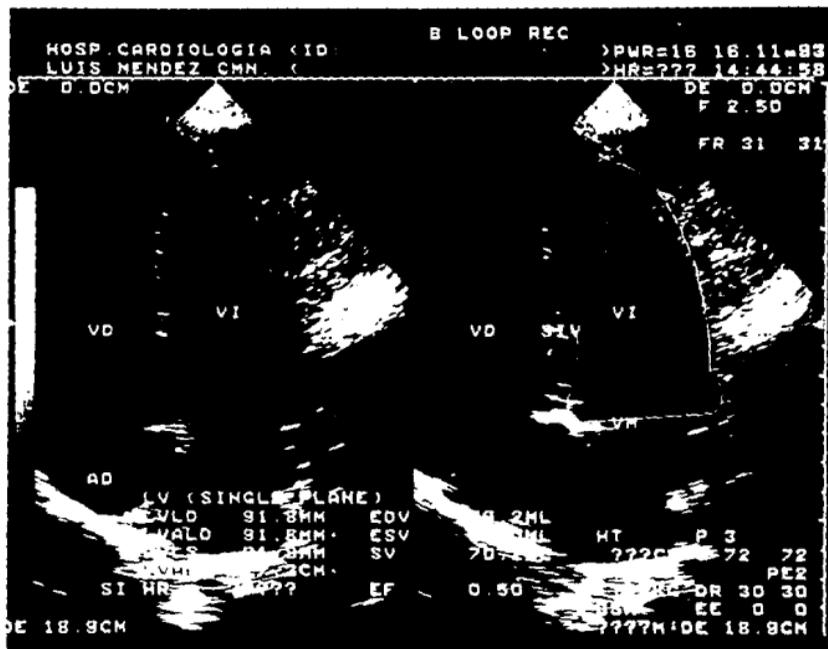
METODO AREA LONGITUD EN APICAL 4 CAMARAS
